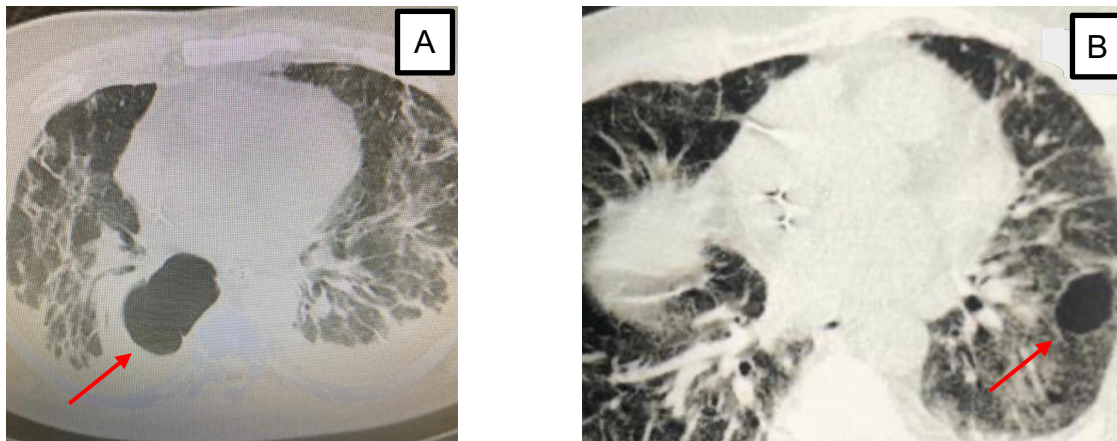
A) Bolha em hemitórax direito (HTD) observada em uma TC. B) Bolha em hemitórax esquerdo (HTE) observada em uma TC. (Imagem gentilmente cedida por Sardenberg, Rodrigo).
